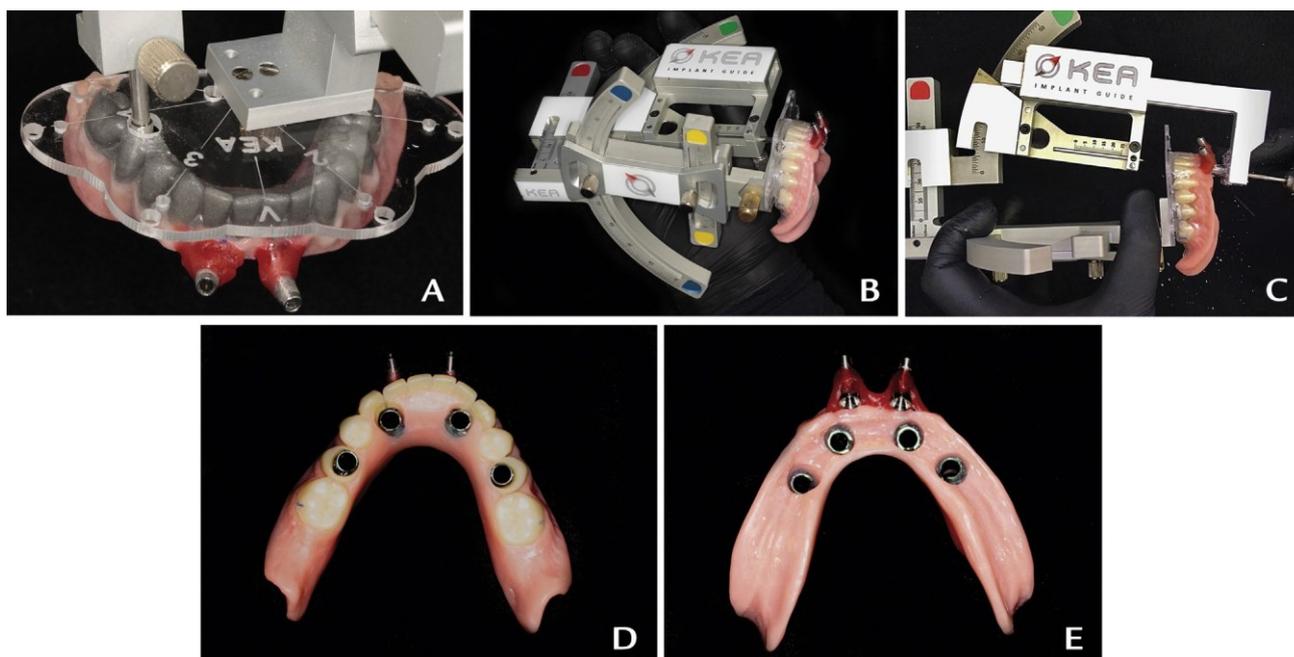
A, CT guide fixed to MPD through CT plate. B, MPD adjusted to implant spatial coordinates generated virtually. C, CT guide perforated for guide tube placement. D, Occlusal view of surgical guide with guide tubes fixed at virtually planned positions. E, Intaglio view of surgical guide. CT, computed tomography; MPD, mechanical positioning device.
